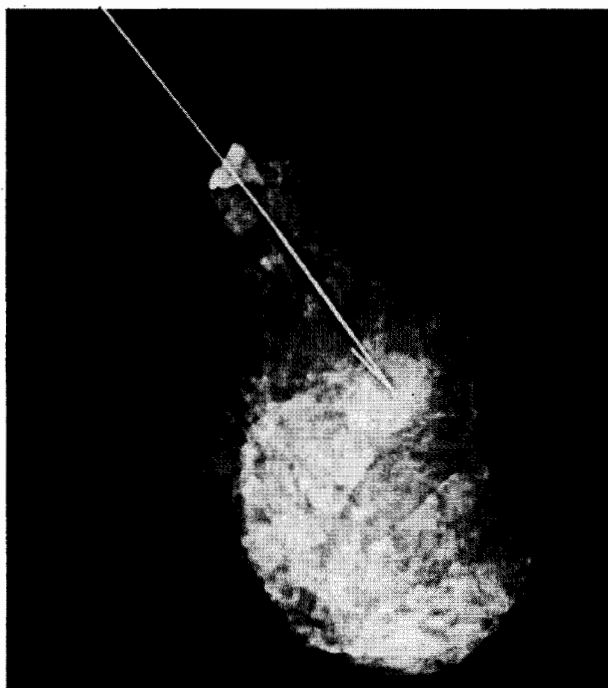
Radiografía de la pieza quirúrgica que confirma la presencia del nódulo. El diagnóstico anatomopatológico del nódulo fue de fibroadenoma.
